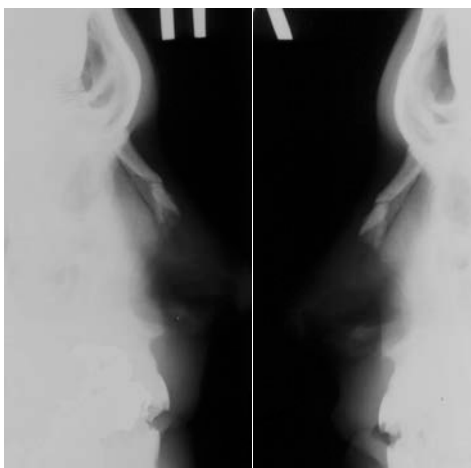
Рентгенография костей носа (правая и левая боковые проекции). Травматический вдавленный перелом костей носа.
